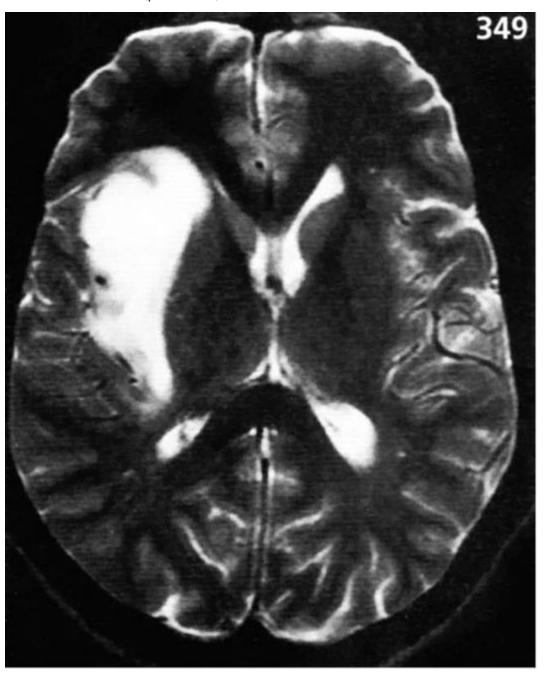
Компьютерная томография головного мозга при герпетическом энцефалите
